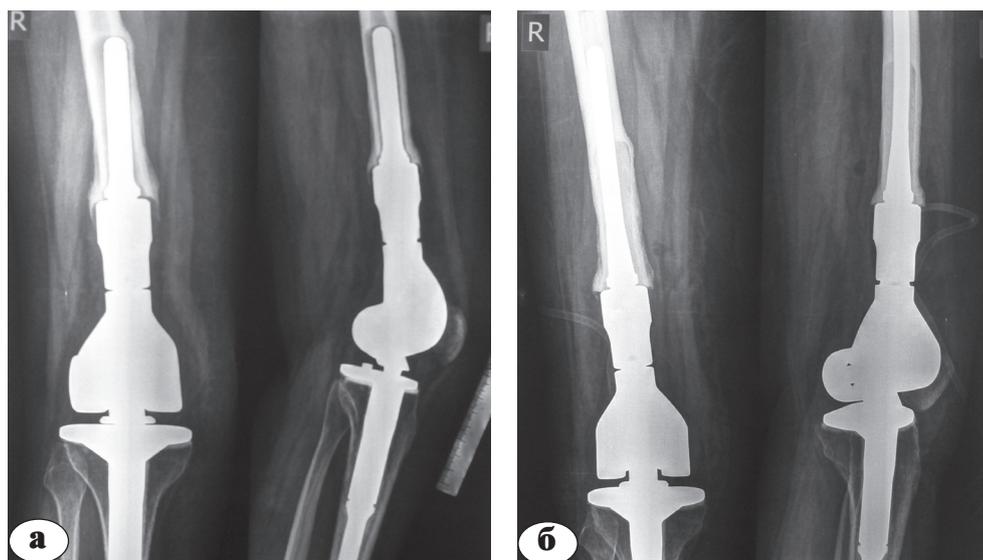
II тип осложнений: а – асептическая нестабильность бедренного компонента; б – рентгенограммы после реэндопротезирования бедренного компонента
